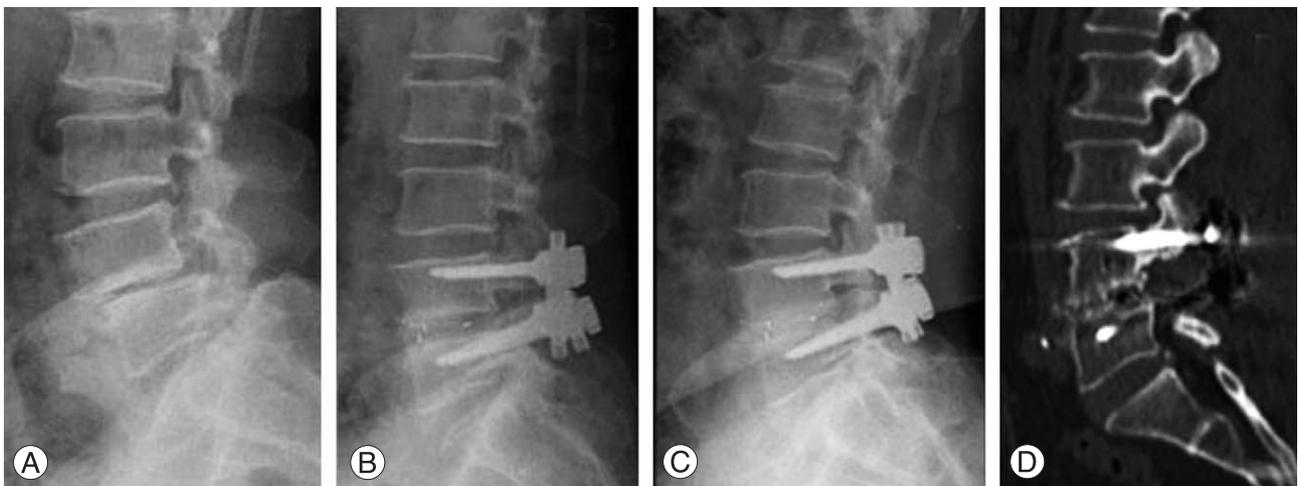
Postoperative radiological studies obtained in a 59 year old woman after one level fusion for spondylolisthesis. (A) Preoperative lateral radiograph show narrowing of L4-5 disc space and anterior translation of L4 body. (B) Postoperative lateral radiograph shows restoration of the intervertebral disc height and reduction of anterolisthesis. (C) Lateral radiography obtained 12 months postoperatively. Note that the intervertebral height and reduction of anterolisthesis is well preserved. Note also that the bone density the entire disc space is well preserved, indicating probable progression toward solid arthrodesis. (D) Sagittal reconstructed CT scan obtained at 7 months postoperatively, demonstrating excellent interbody fusion with bone columns.
